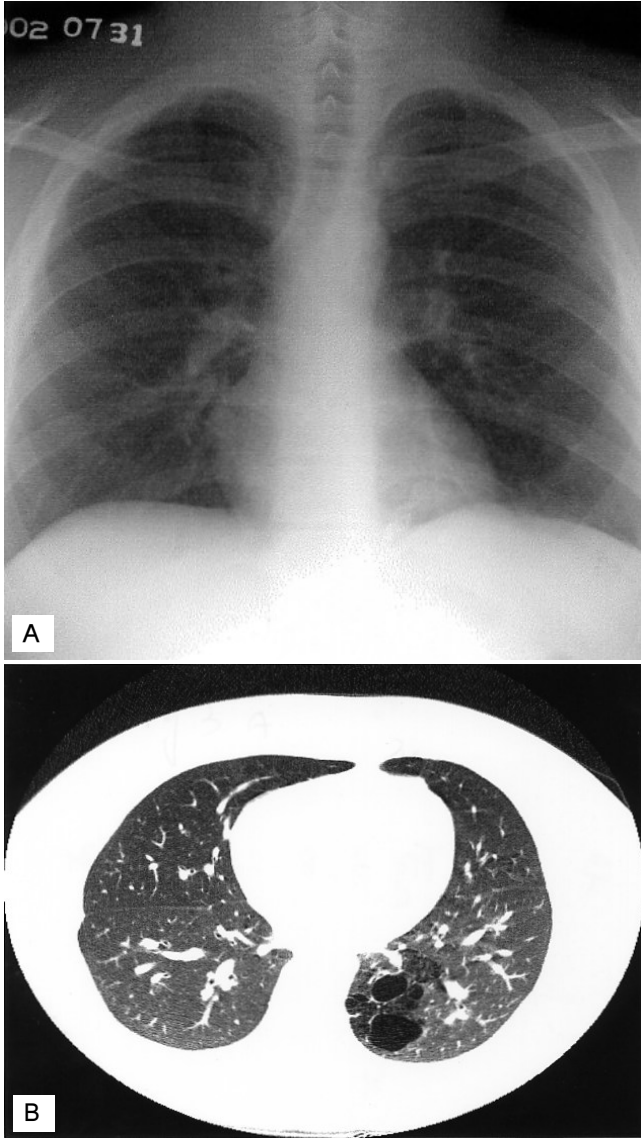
Last chest X-ray(A) and Chest CT(B) was taken at 12 months after embolization. Linear infiltration which was surrounding the cysts in left lower lobe was decreasing.
